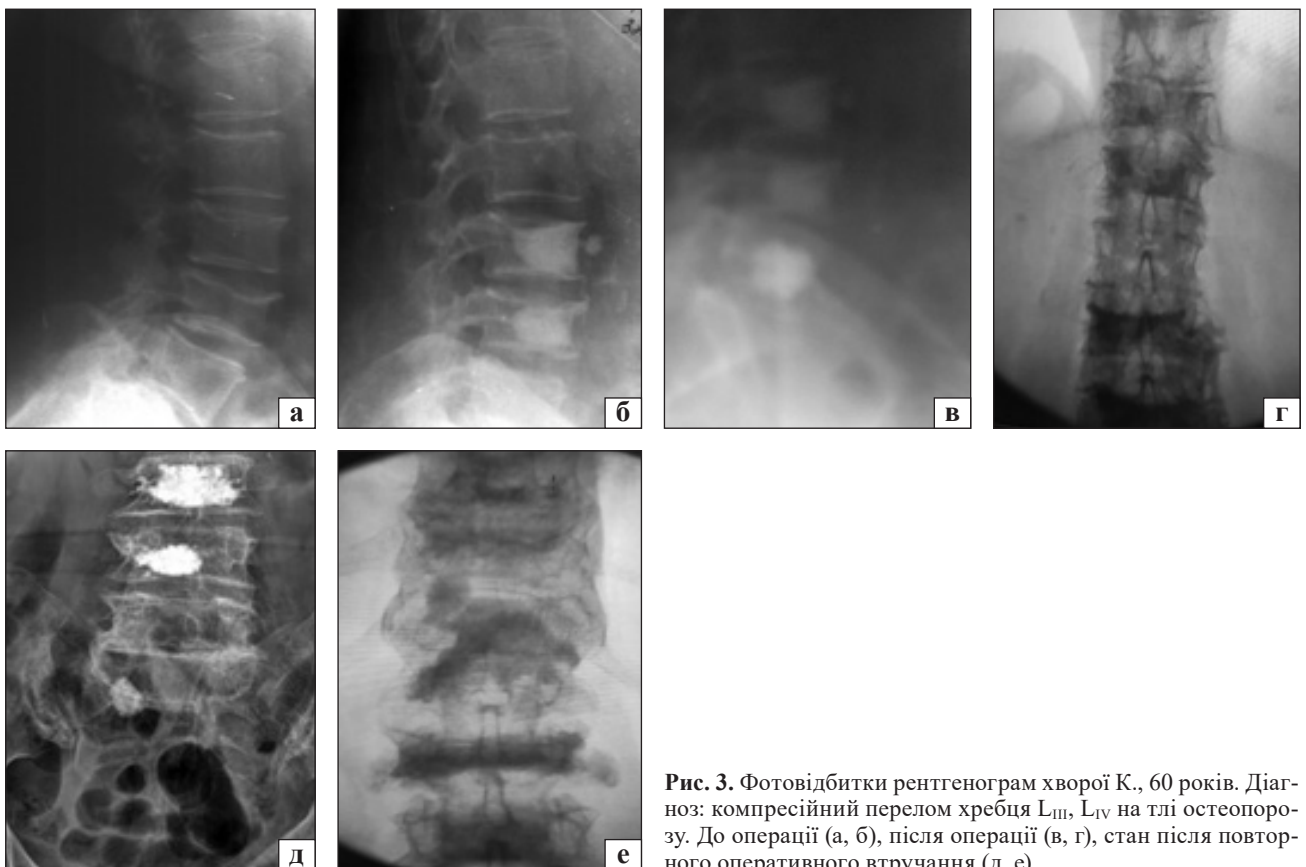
Фотовідбитки рентгенограм хворої К., 60 років. Діагноз: компресійний перелом хребця L_{III}, L_{IV} на тлі остеопорозу. До операції (а, б), після операції (в, г), стан після повторного оперативного втручання (д, е)
